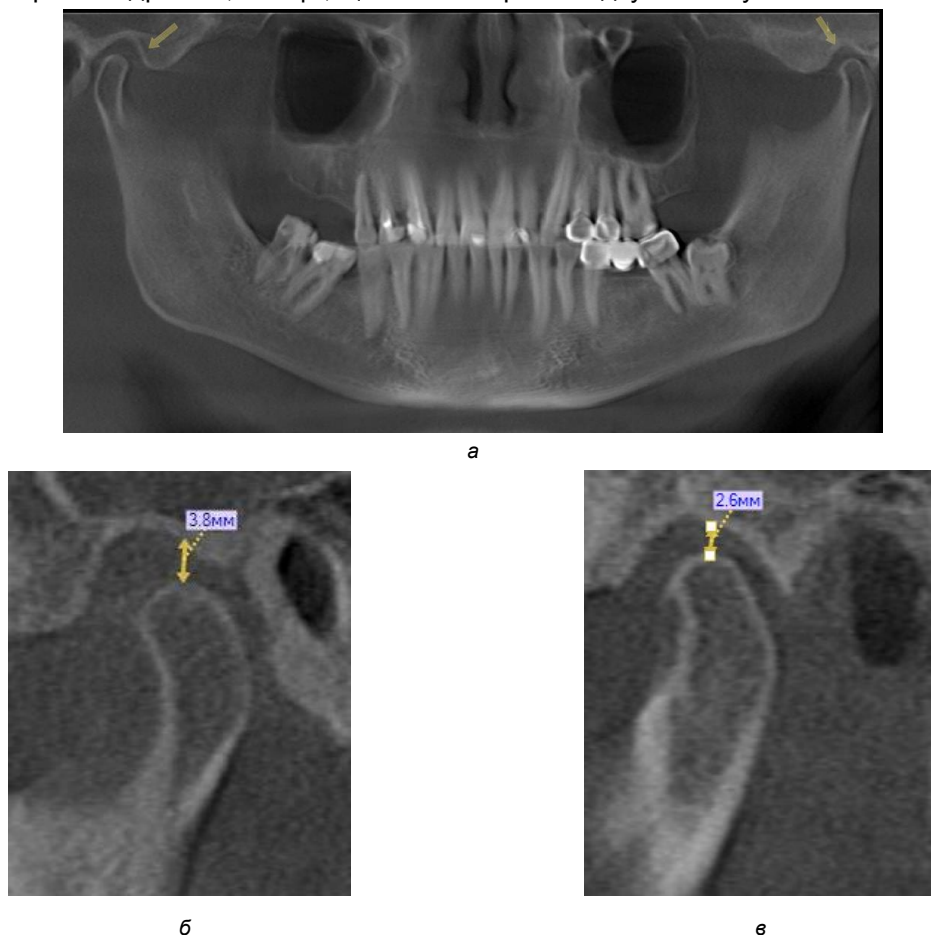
Ортопантомографічна реконструкція. Асиметрія положення головок нижньої щелепи в суглобових ямках (а). Рентгенологічні зрізи лівого СНЩС (б). Рентгенологічні зрізи правого СНЩС (в).
